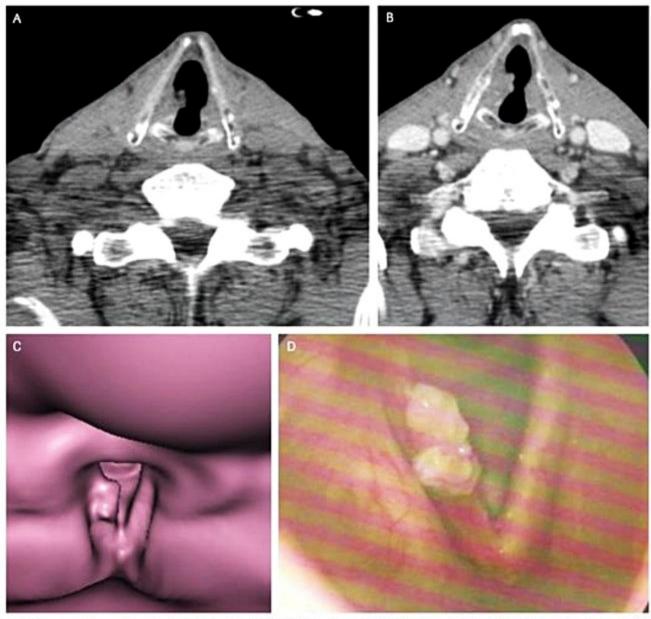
Carcinoma epidermoide da laringe. TC axial pré (A) e pós-contraste (B), laringoscopia virtual (C) e foto da laringoscopia (D). Lesão infiltrativa sólida exofítica na corda vocal direita.
